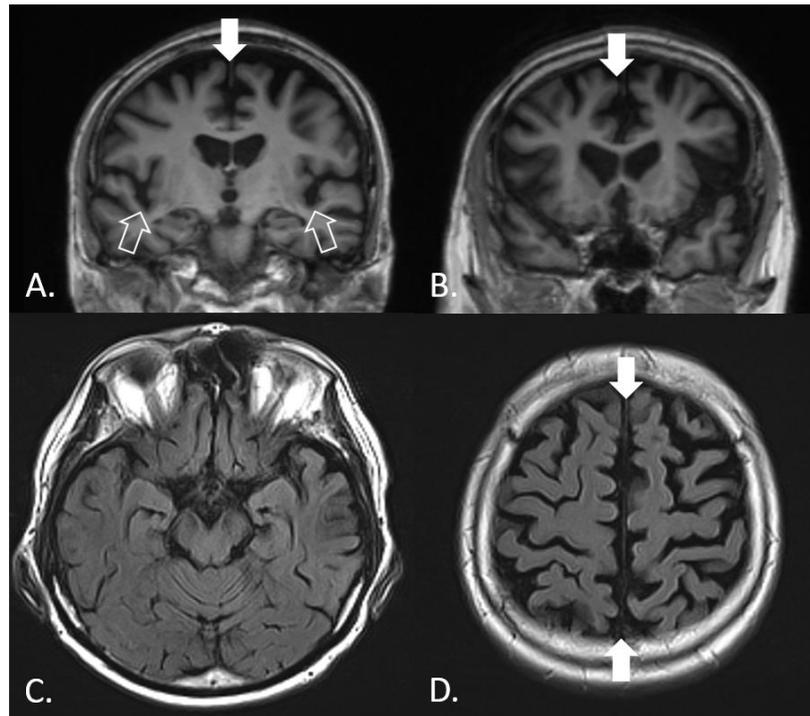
Henry's standard MRI (A&B coronal T1; C&D axial FLAIR) showing unusual cortical midline (plain arrows) and insular atrophy (empty arrows).
